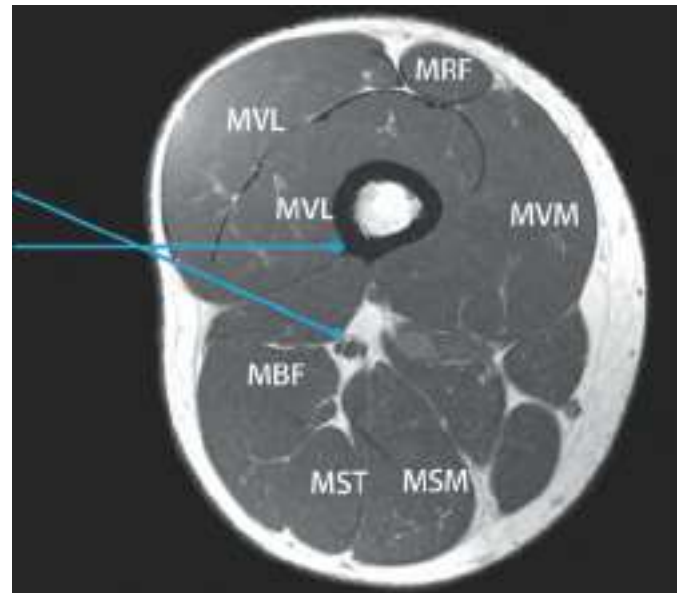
Corte transversal de RM del muslo que indica el abordaje lateral del nervio ciático. Inicialmente, la aguja se hace avanzar perpendicular a la piel para contactar con el fémur, antes de redirigirse hacia atrás en un ángulo de aproximadamente 30° para alcanzar el nervio ciático. *MBF*, músculo bíceps femoral; *MRF*, músculo recto femoral; *MSM*, músculo semimembranoso; *MST*, músculo semitendinoso; *MVI*, músculo vasto intermedio; *MVL*, músculo vasto lateral; *MVM*, músculo vasto medial.
